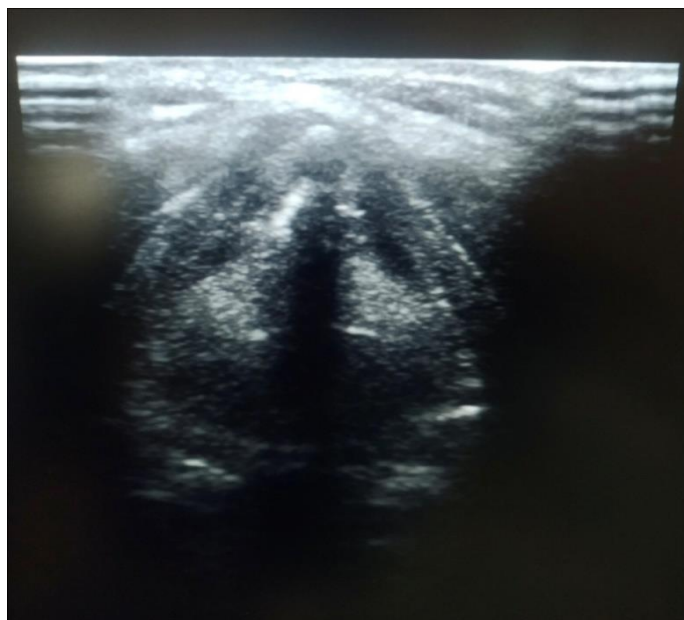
УЗИ гортани пациентки С., 43 лет, 2 месяца после тиреоидэктомии - подвижность голосовых складок полностью восстановлена
